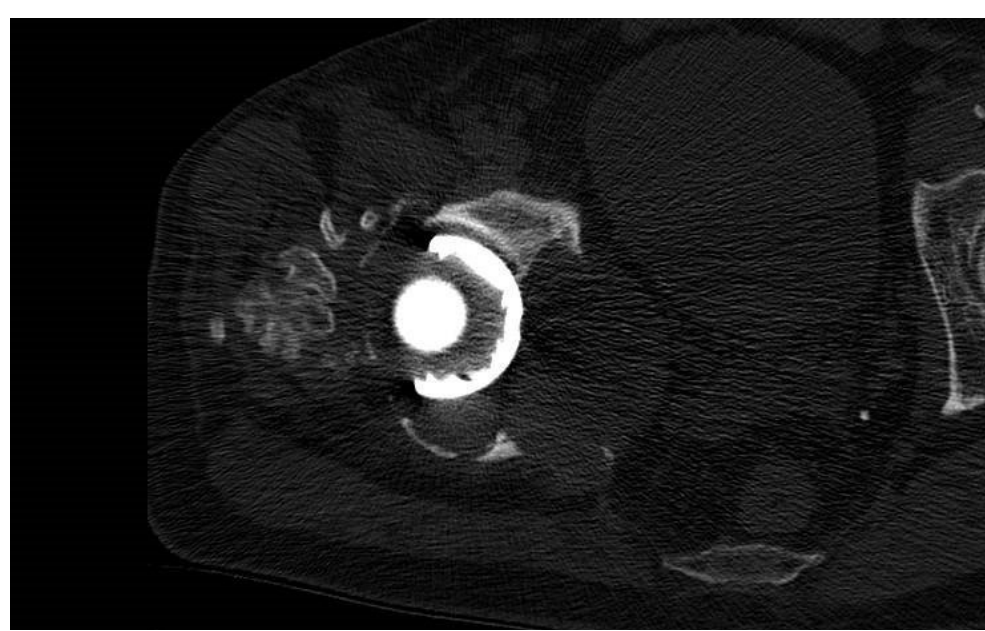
TC pelvis en corte coronal y axial, donde observamos defecto acetabular masivo (Paproski 3B).
